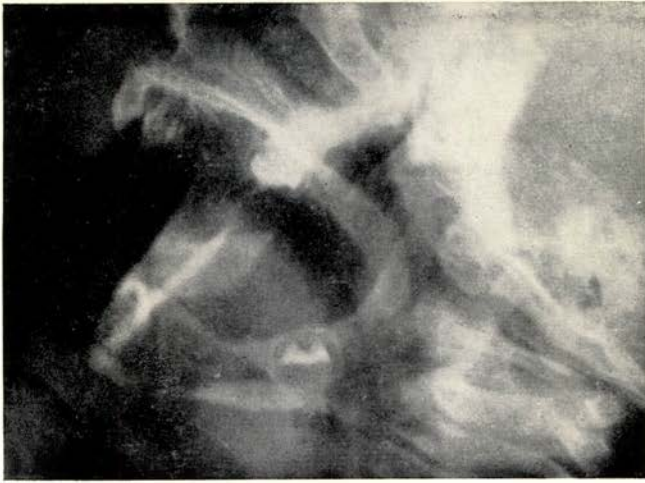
röntgenfoto op 1½-jarige leeftijd
